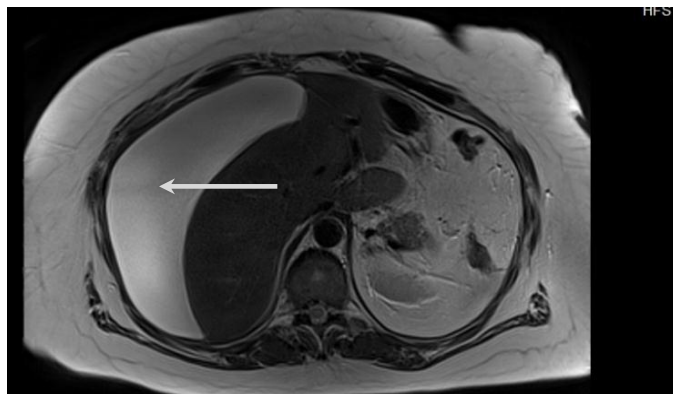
МРТ хворі Шк. 21 доба після ЛХЕ. Велика білома у піддіафрагмальному просторі (стрілка). Аксіальна проекція. Після черезшкірного дренивання виділилося 1100 мл жовчі, після чого об'єм жовчотечі склав 30мл/доба по дренажу, ЕРХПГ не виконувалася, на 6 день дренаж видалений. Одужання.
